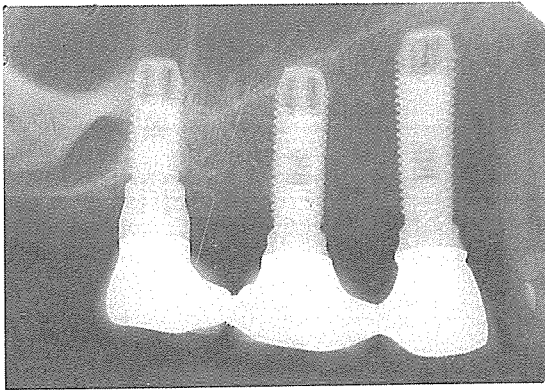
Implant에 의해 지지되는 고정성 bridge는 임플란트 주위 골의 흡수량을 평가하기 위하여 매년 방사선적 관찰을 해야만 한다. 일반적으로 저작압이 가해진 일년 후에 골은 첫번째 나사 위에 고정된다. 그 후에는 매우 느리게 변화해야 한다.(일년에 0.1~0.2 mm)
